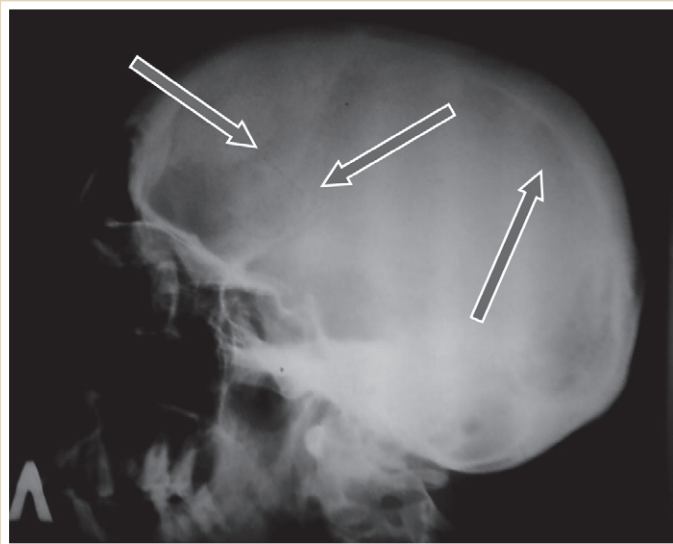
Оглядова рентгенограма черепа.
